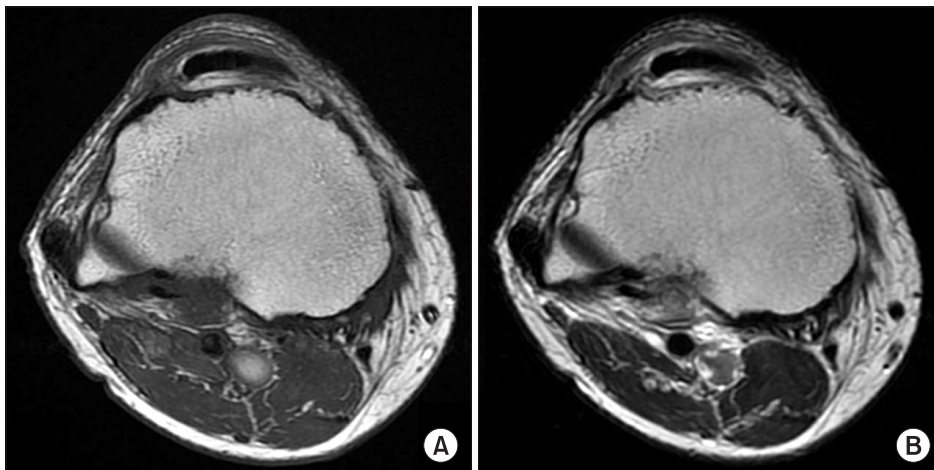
Magnetic resonance image before the high tibial osteotomy on right knee. There is no mass formation in right knee popliteal area. (A) T1 weight MR image, (B) T2 weighted MR image.
